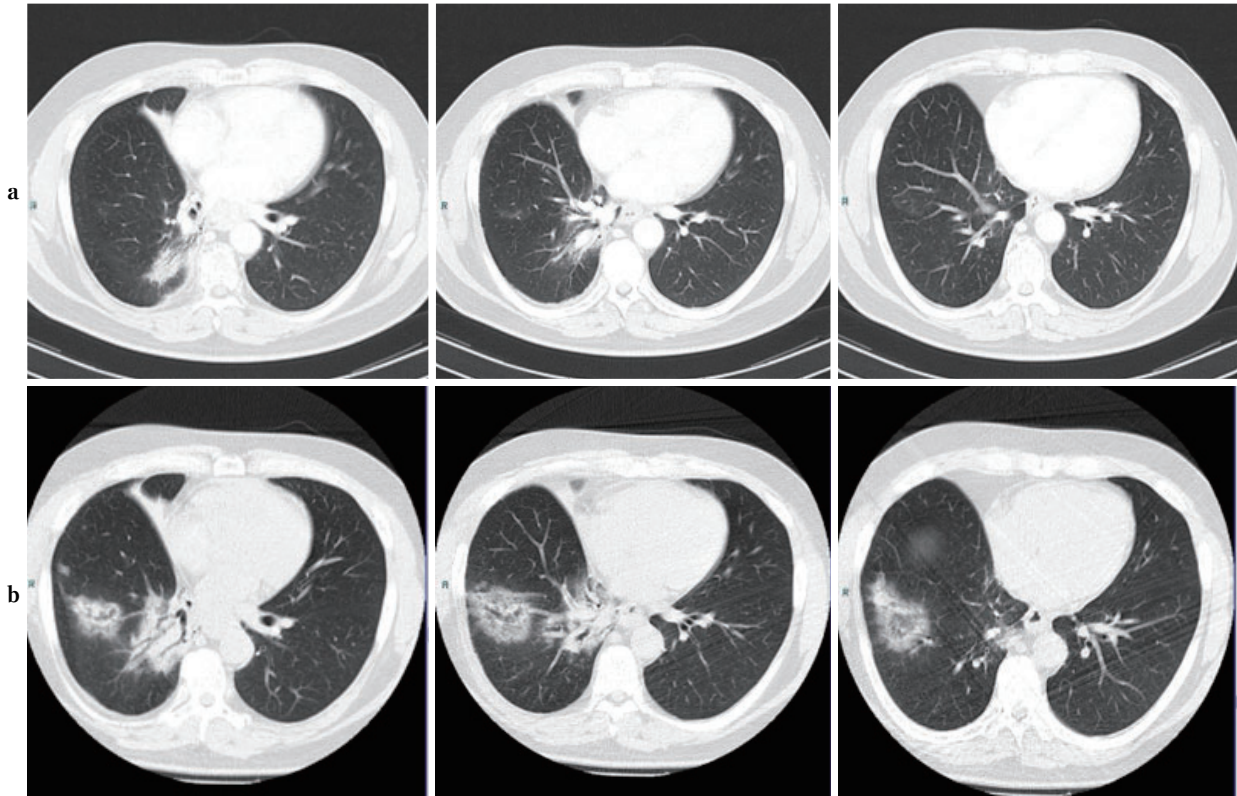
(a) CT before initiation of nivolumab + ipilimumab. (b) CT at the onset of RRP.
